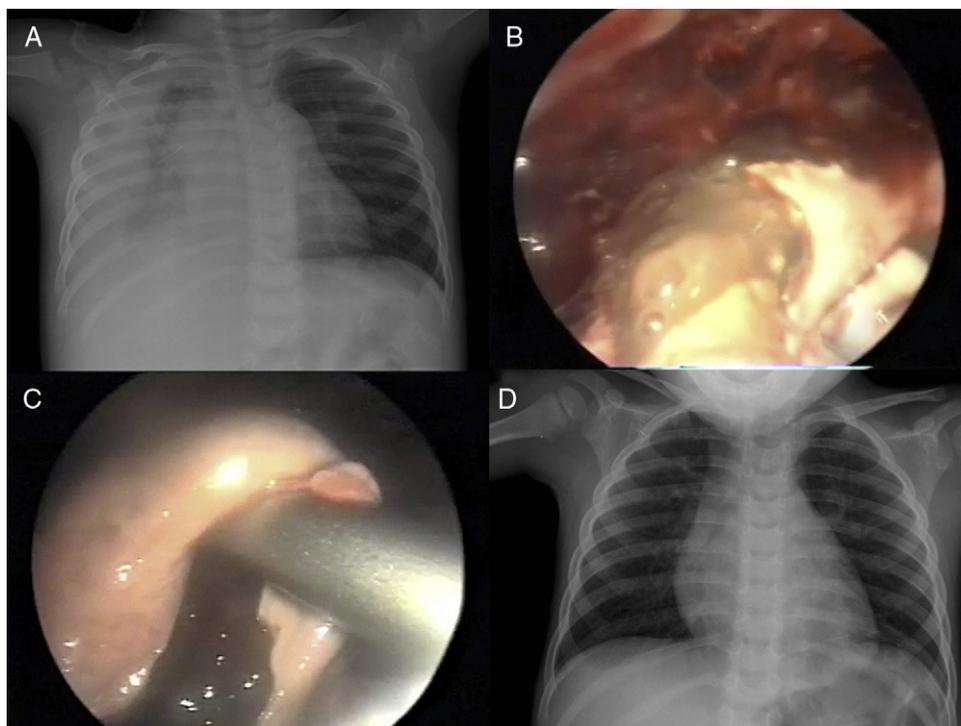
A) Radiografía de tórax preoperatoria con empiema derecho que llega hasta el ápex pulmonar. B) Imagen toracoscópica en la que se aprecia la salida del contenido del absceso. C) Imagen intraoperatoria de la cavidad del absceso tras la evacuación de los detritus. D) Control radiológico a los 2 meses de la cirugía.
